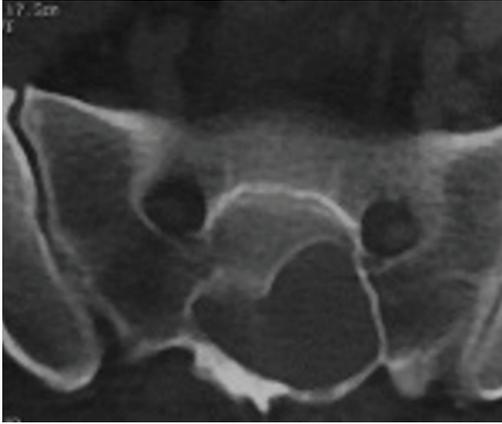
Imagen de corte axial de tomografía axial computarizada a nivel de S2, mostrando área de remodelación ósea producida por el tumor a ese nivel
